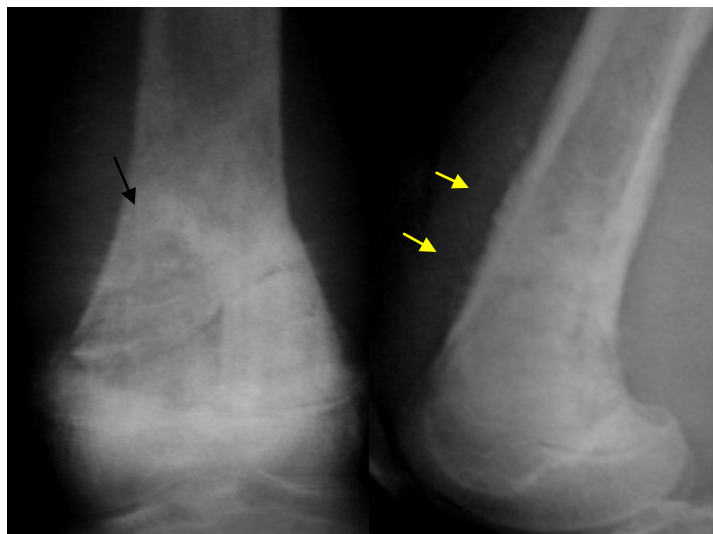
Radiographie de face et de profil :ostéosarcome du fémur chez un adolescent de 15ans, lésion osseuse métaphyso-diaphysaire mixte (flèche noire) avec réaction périostée continue en poils de brosse (flèches jaunes).
